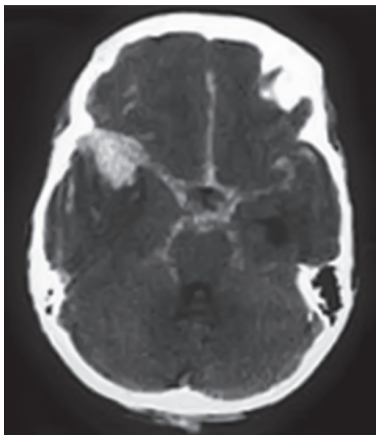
КТ головного мозга. Спонтанное САК.
